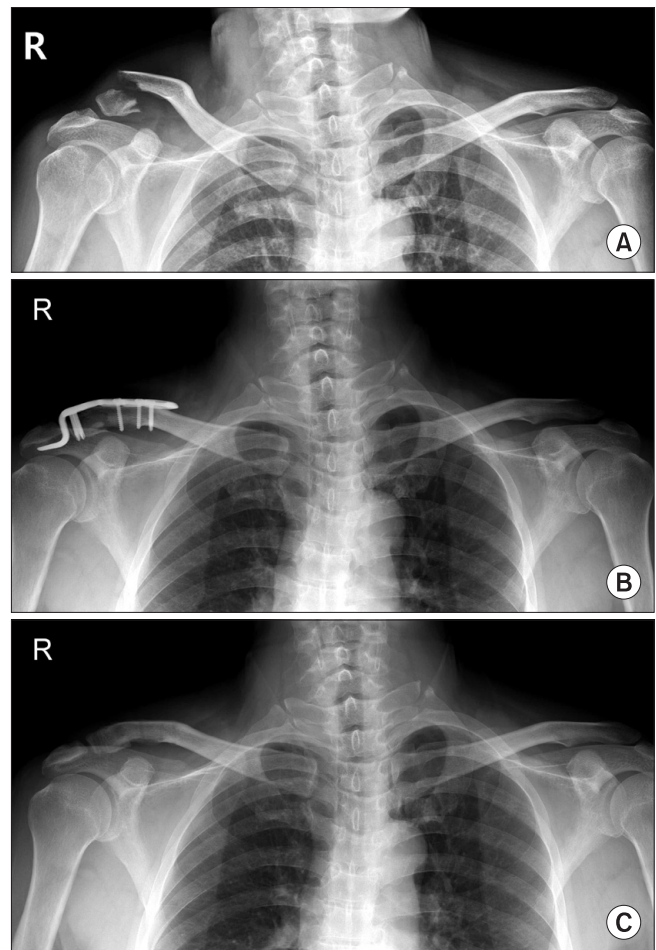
(A) Neer type IIB fracture of the clavicle in a 53-year-old man is seen. (B) The distal clavicular fracture is stabilized with a Hook plate. (C) At postoperative three months, radiograph shows union of the fracture.
